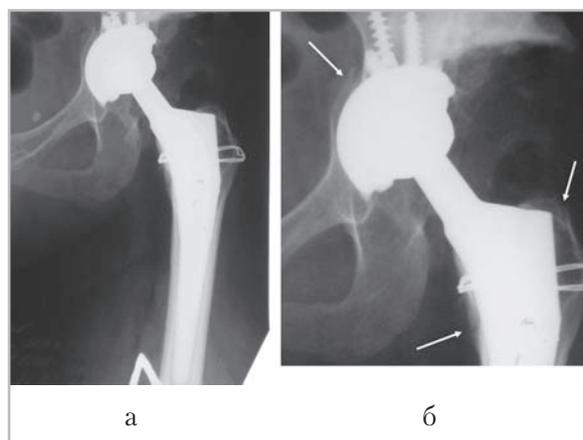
На стандартной (а) и прицельной (б) рентгенограммах левого тазобедренного сустава в прямой проекции, выполненных в ходе тотального эндопротезирования протезом Biomed (с бесцементной фиксацией), определяется полное покрытие чашки костью. Угол вертикального наклона чашки протеза 45°, положение ножки — центральное. Отмечаются интраоперационные парaproтезные переломы проксимального отдела бедренной кости и дна вертлужной впадины с незначительным смещением отломков. Отломки проксимального отдела бедренной кости фиксированы циркулярным проволочным швом
